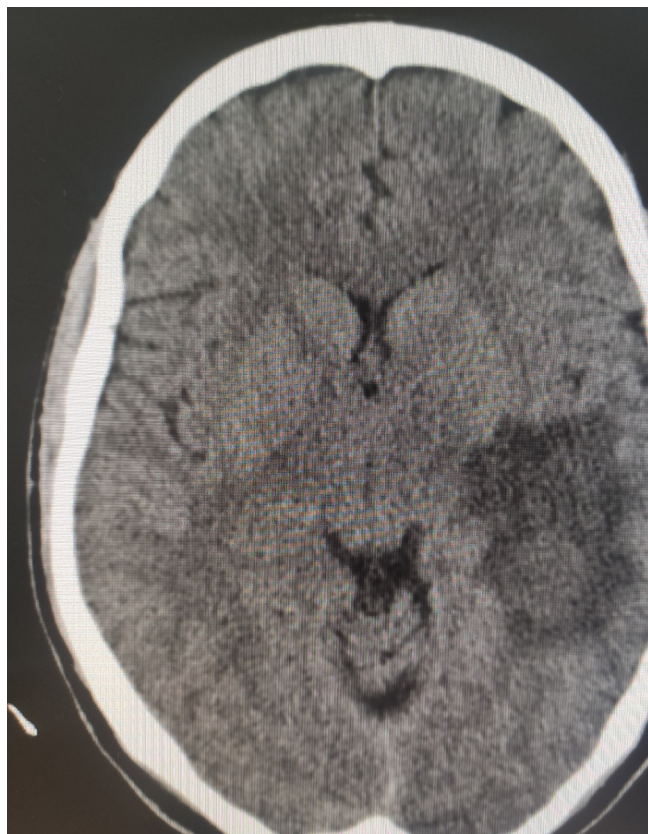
Primer TAC cerebral: lesión nodular hiperdensa parieto-temporal izquierda de 30x24x20mm con discreto efecto masa, sugestiva de lesión glial de bajo grado.
